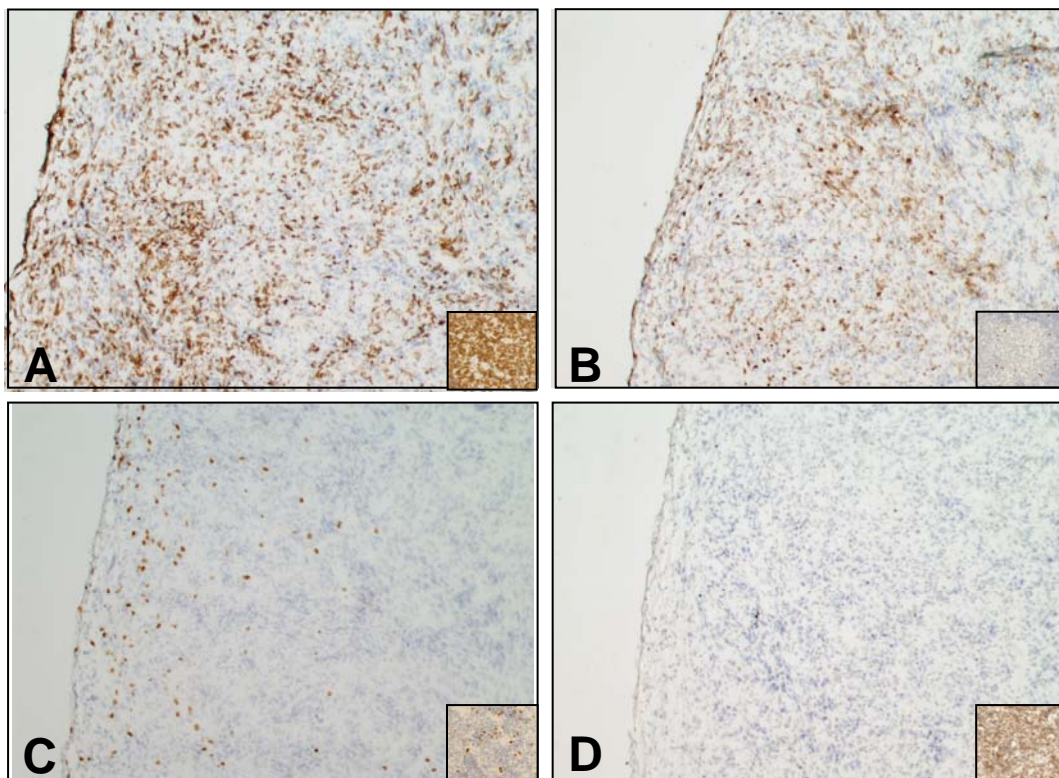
Cortes histológicos de tumores coletados três semanas após injeção subcutânea de 10^5 células TC-1.
